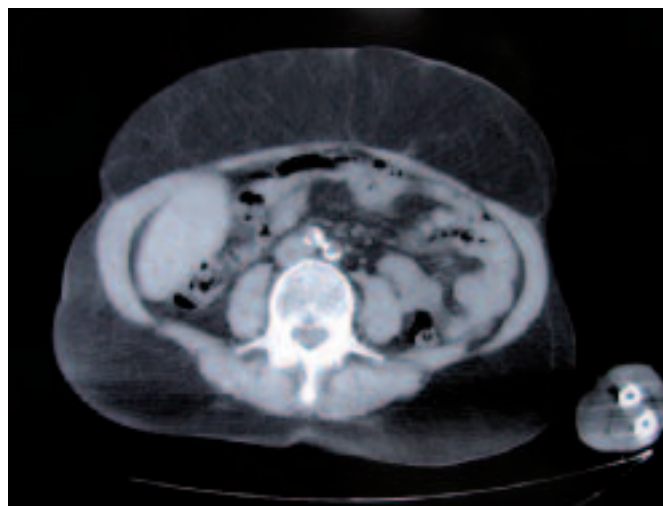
Secuencia axial de TC abdominal: Aumento de tejido graso subcutáneo localizado en región abdominal y lumbar sin afectación intrabdominal. No existen alteraciones a nivel del antebrazo.
